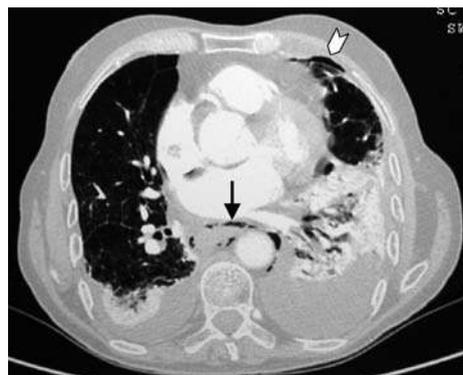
Mediastinitis por perforación esofágica espontánea (síndrome de Boerhaave). En el corte de TC puede apreciarse aire en mediastino posterior (flecha), engrosamiento de la pared esofágica, derrame pleural bilateral con atelectasia pulmonar y pequeño neumotórax izquierdo (punta de flecha).
